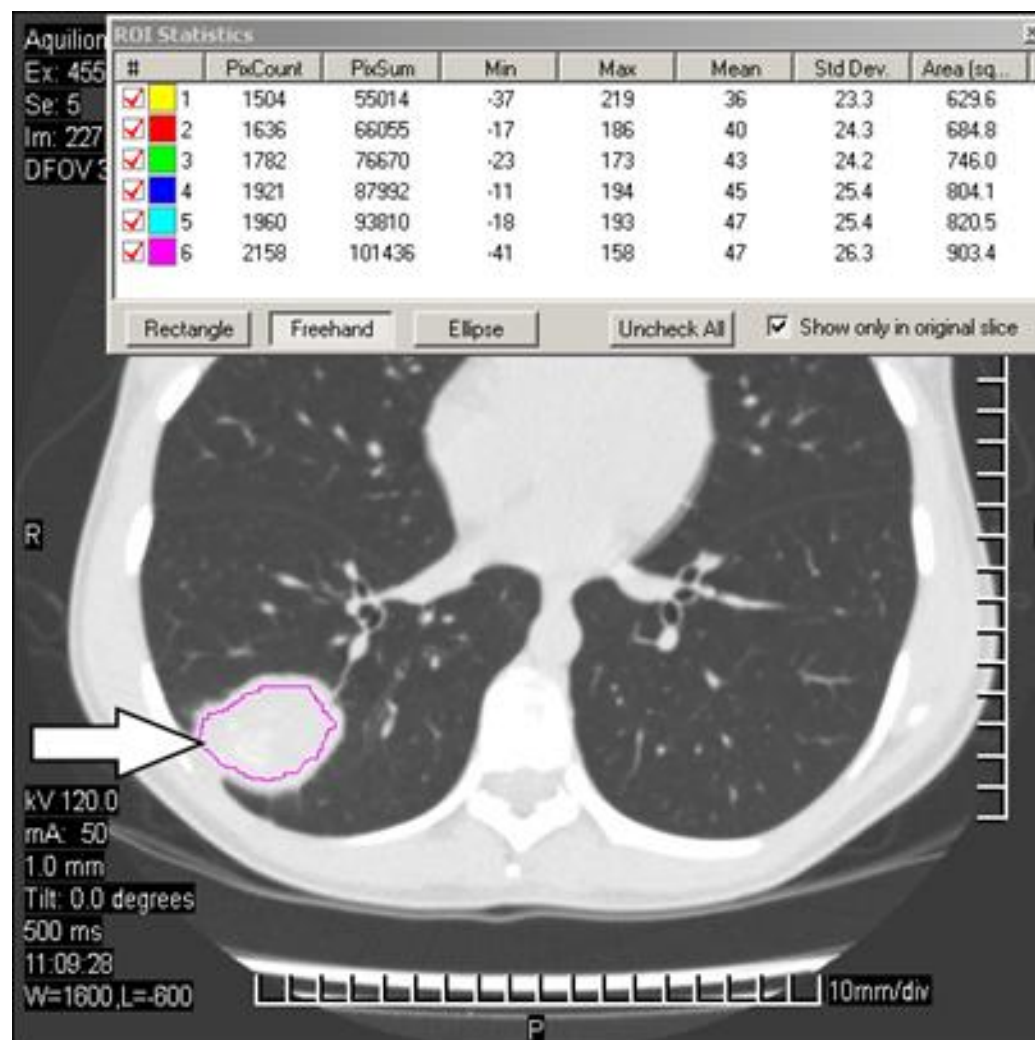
Аксіальний КТ-зріз хворої Х. з діагнозом туберкулома нижньої долі правої легені в програмі DICOM
